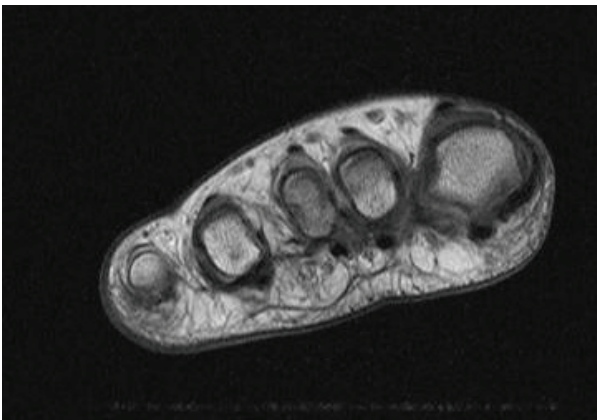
Coronal T1 weighted MRI of right foot demonstrates the presence of fibro-fatty tissue around the affected digits. Note the low signal fibrous strands within the fatty tissue.
